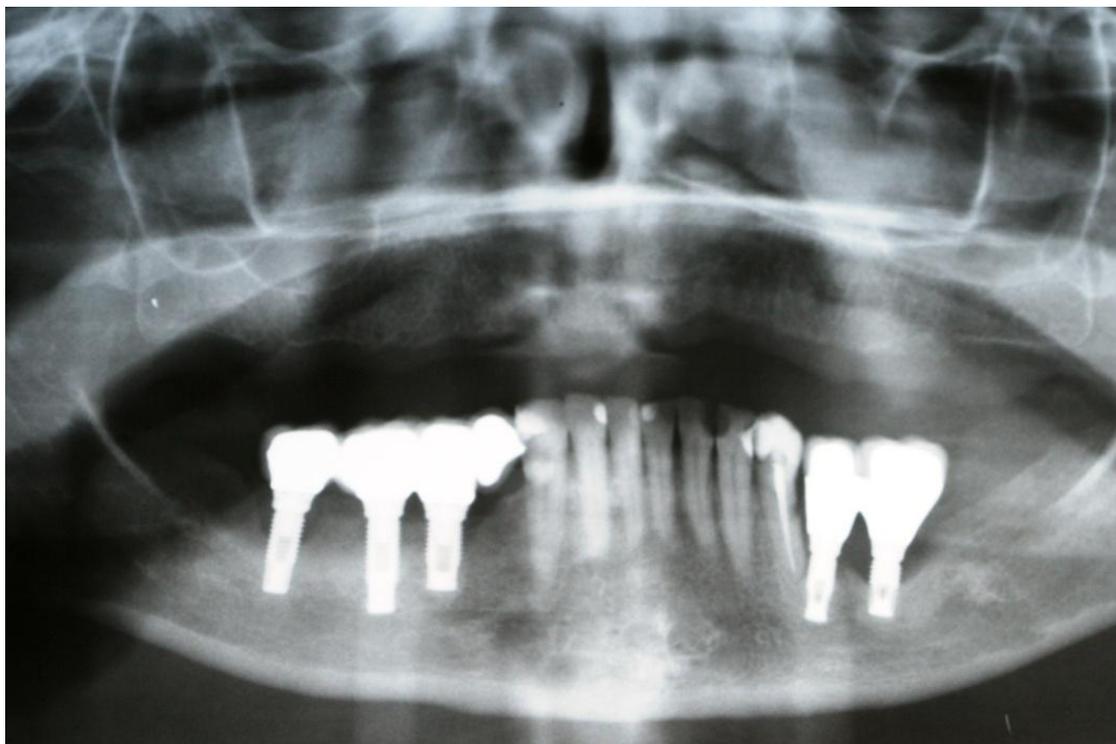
Radiografia panorâmica de paciente com peri-implantite.
